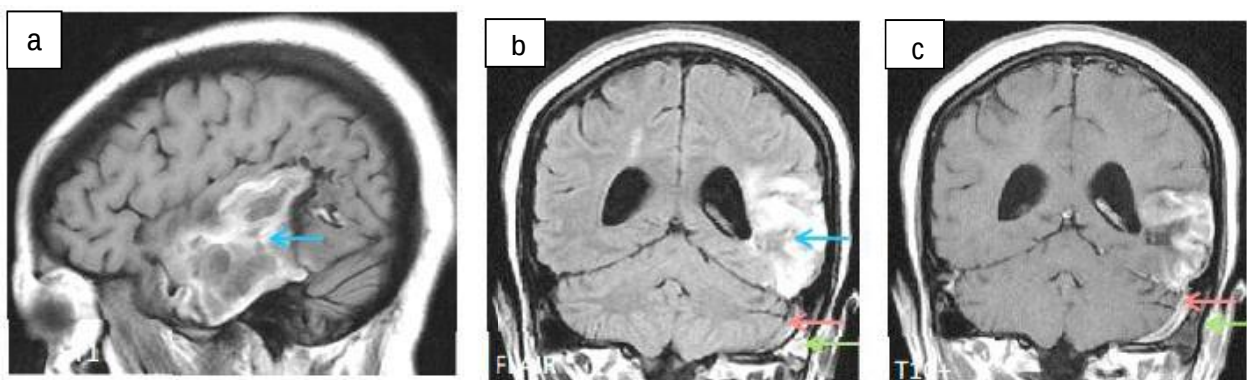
Patiente de 25ans, présentant des troubles du langage et une lourdeur de l'hémicorps droit depuis 7j. Une IRM cérébrale en coupe coronale séquence FLAIR (b) et en séquence T1 injectée (c) a objectivé une thrombose du SLG → avec des signes radiologiques en faveur d'un infarctus hémorragique sur la coupe sagittale en séquence T1 non injectée (a) et sur la coupe coronale séquence FLAIR (b) → elle a pu mettre en évidence des signes d'oto-mastoïdite sur la coupe coronales en séquences FLAIR (b) et T1 injectée →. Etiologie retenue : Oto-mastoïdite.
